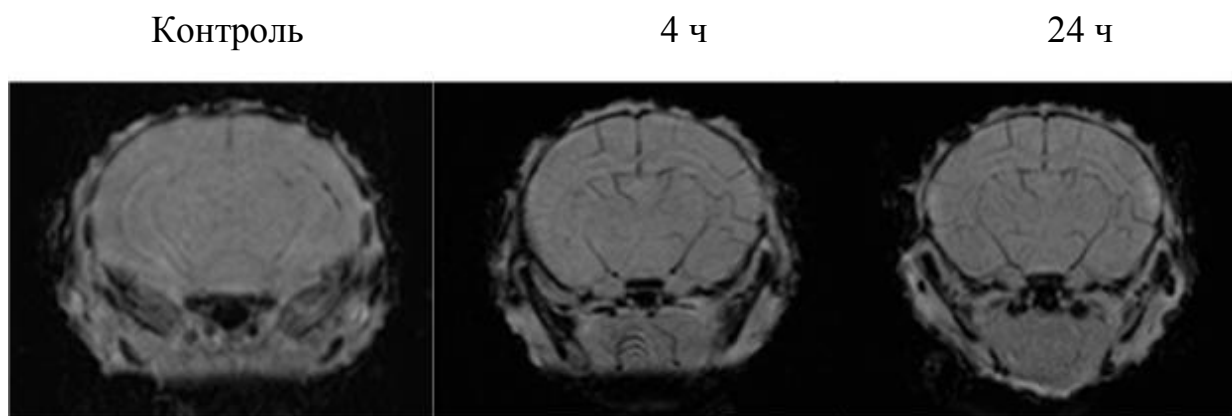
МРТ- SWI изображение мозга новорожденных животных в норме (контроль), в пред-геморрагический (4 часа после стресса) и пост-геморрагический (24 часа после стресса) периоды.
